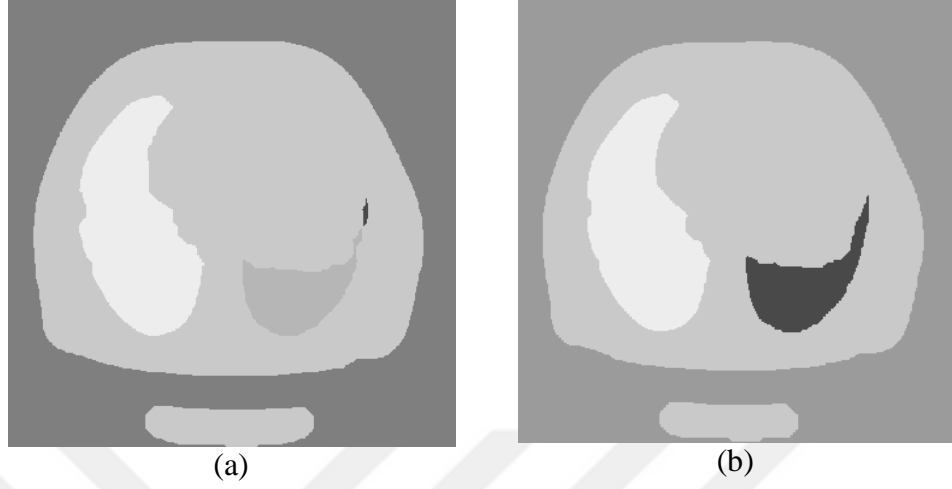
CT000200 kesitinin bölütlenmesi (a) optimal eşikleme, (b) k-means
